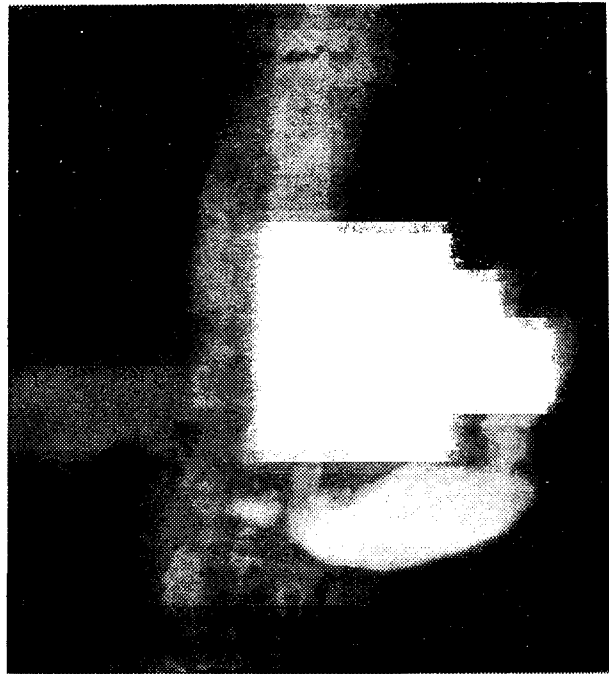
Рентгенограмма больного Г., 47 лет, через 3 мес. после РДП в сочетании с МРЖ. Гастропарез, "двухкамерный" желудок
